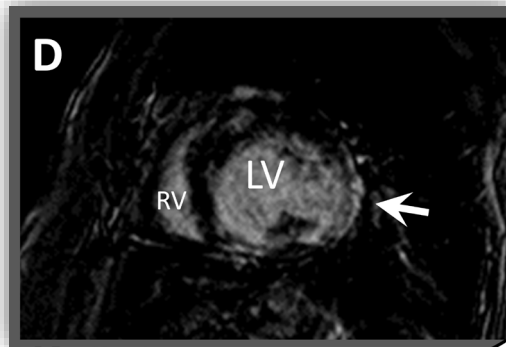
RMN cardiaca. Secuencia de contraste tardío. Realce de contraste. Eje corto.
